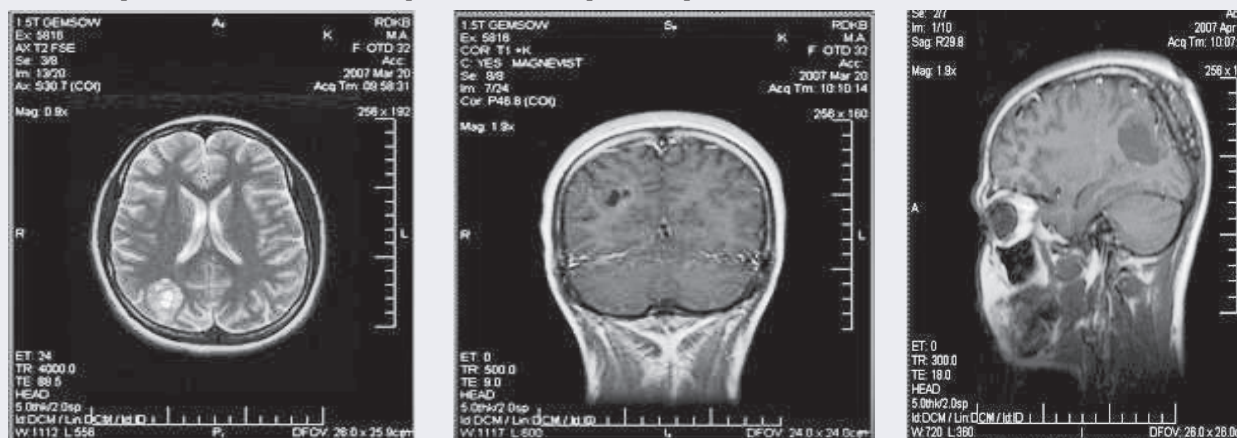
МРТ больной К.М., 14 лет. Ганглиogliома теменно-затылочной области.
